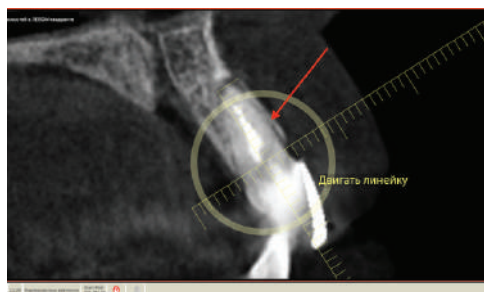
Сагиттальный срез конусно-лучевой компьютерной томографии. Красной стрелкой обозначена граница вертикального перелома зуба 2.1
